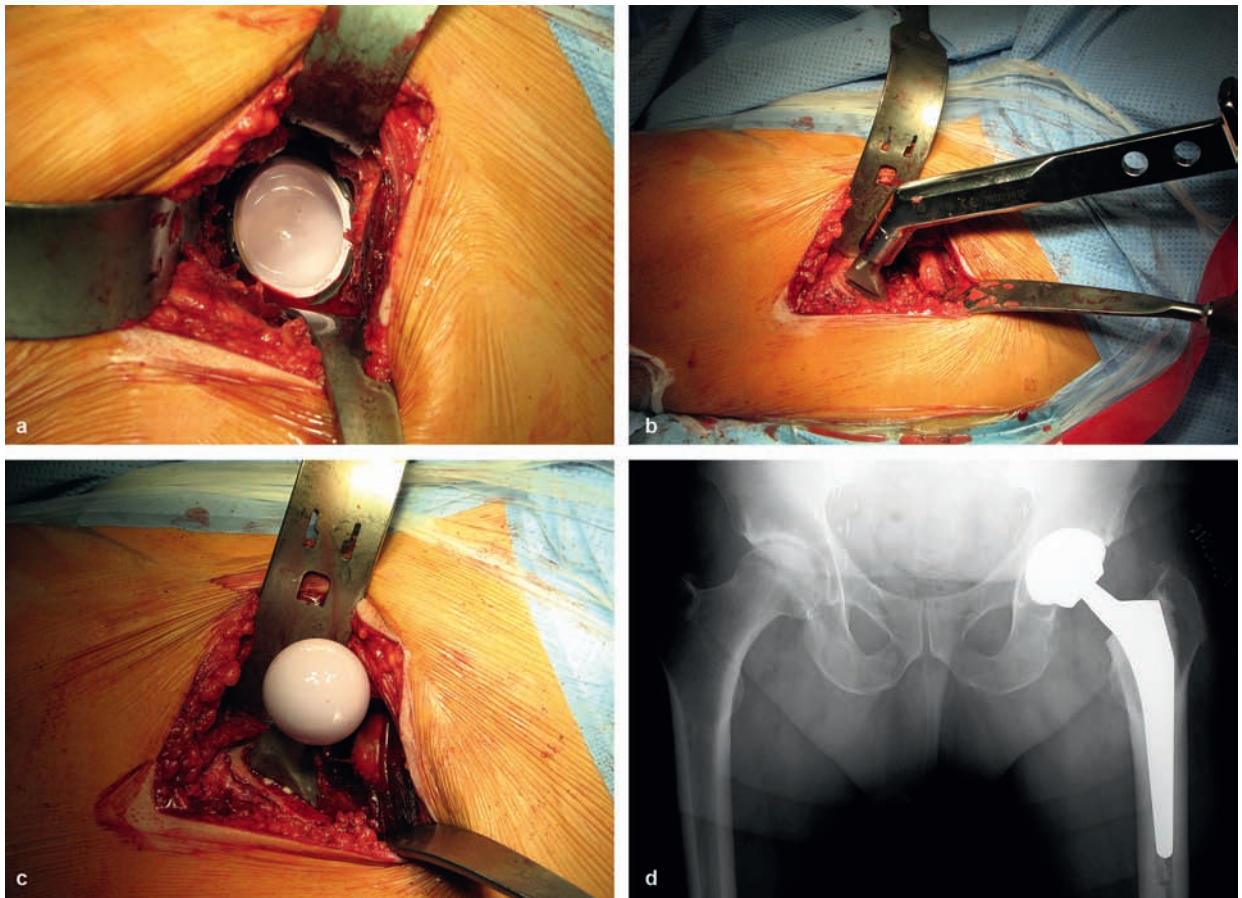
Weniger invasive Endoprothese über den anterolateralen Zugang mit abgeschlossener Pfannenimplantation (a), gebogenem Handgriff zur Schafterspaltung (b), Schaftzementierung (c) und postoperativem Röntgenbild (d) [T520]
